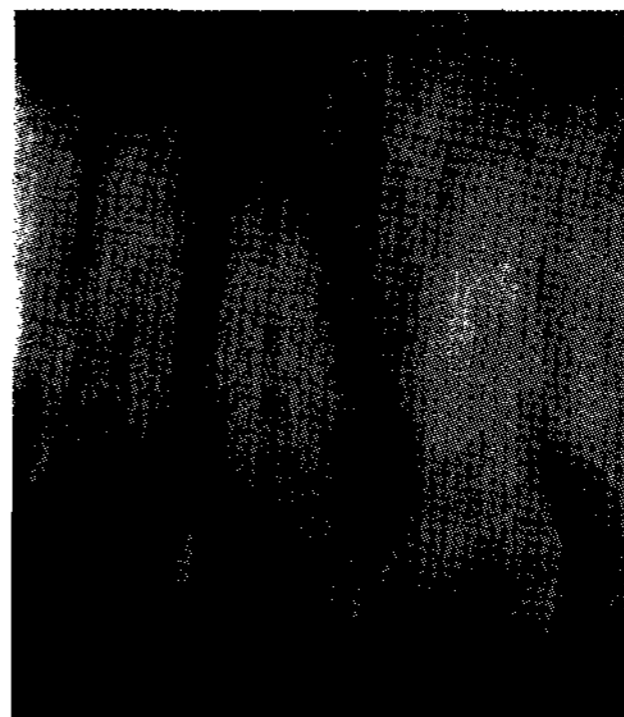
Periapical view. Fracture line was not distinct because the tooth was fractured labio-palatally.
